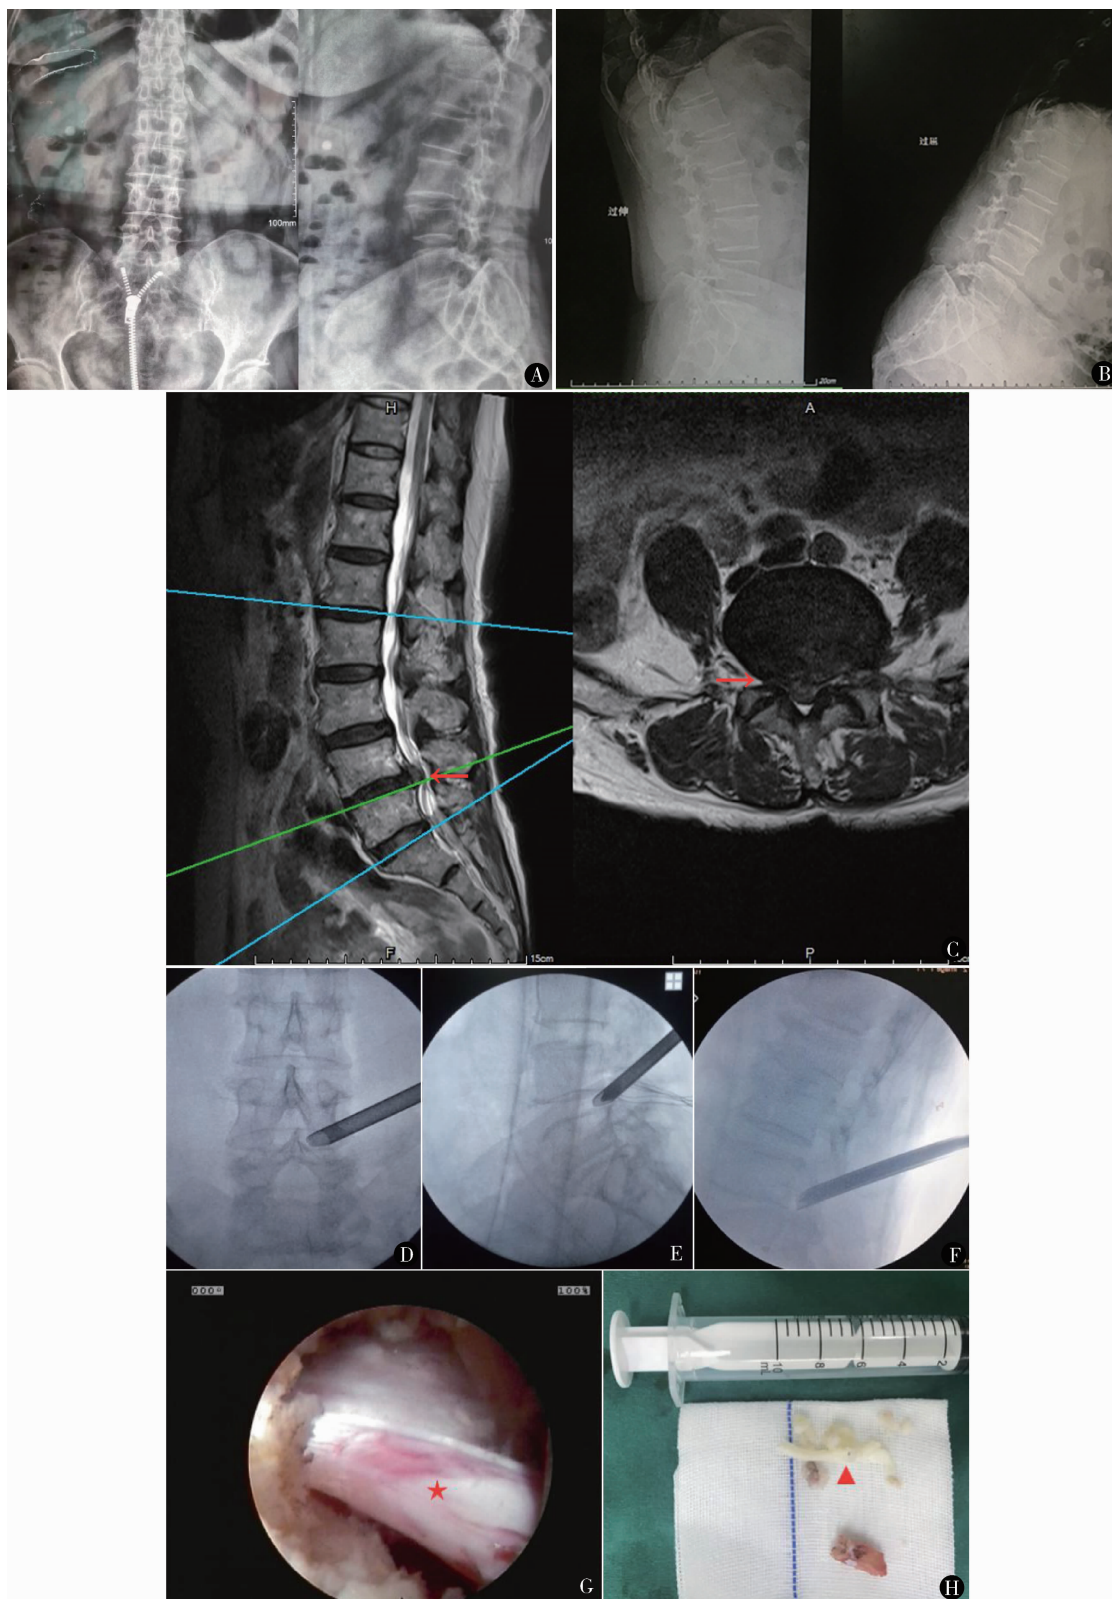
患者女,71岁,腰痛伴间歇性跛行、右下肢疼痛麻木,腰椎正侧位(A)及过伸过屈位X线片(B)、腰椎MRI矢状位+轴位定位图(C)示L<sub>4/5</sub>中央型椎管狭窄,行L<sub>4/5</sub>右侧改良TESSYS技术,安置工作鞘管(D~F),先处理硬脊膜腹侧髓核组织,随后向椎管背侧调整鞘管,减压黄韧带,镜下见硬膜囊、神经根减压彻底(G)(★示神经根),摘除的髓核组织及完整去除的上关节突骨质(H)(▲示摘除的髓核组织)
